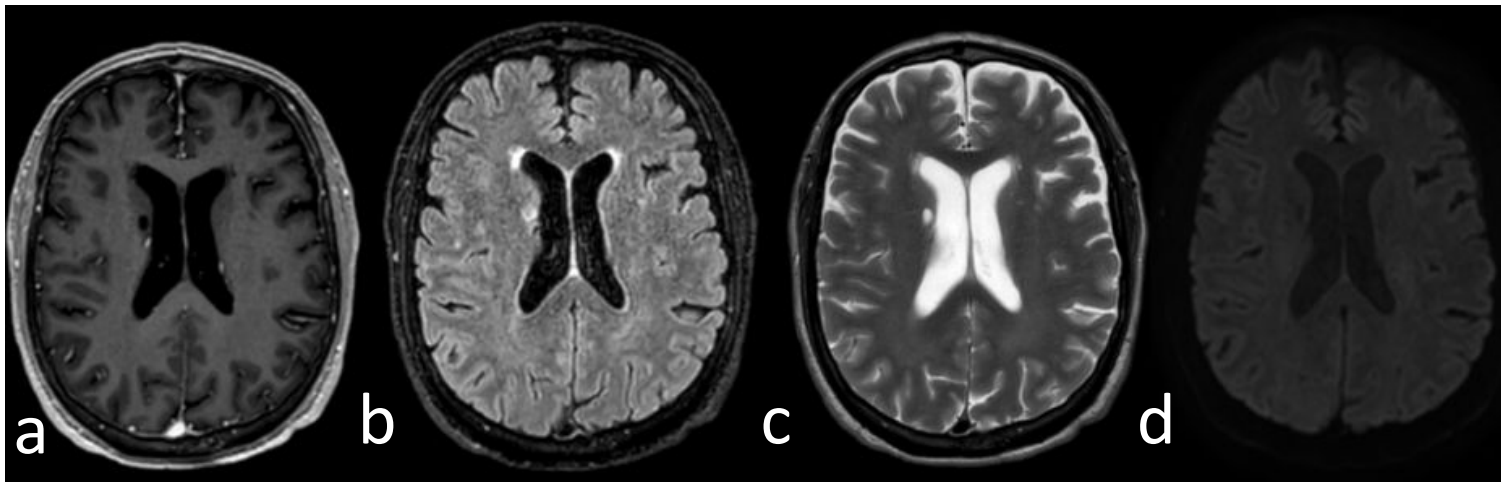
Adquisiciones axiales en secuencias T1+gad, FLAIR, T2, DWI. Infarto lacunar en cabeza del núcleo caudado derecho. Muestra signo de la corona de gliosis (b) y comportamiento quístico en todas la secuencias.
